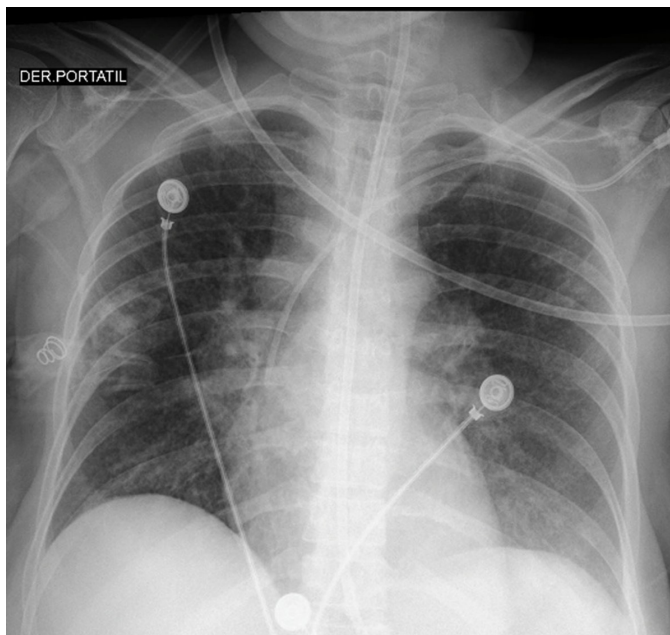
Radiografía de tórax al noveno día de intubación orotraqueal, luego de iniciado tratamiento antibiótico.
